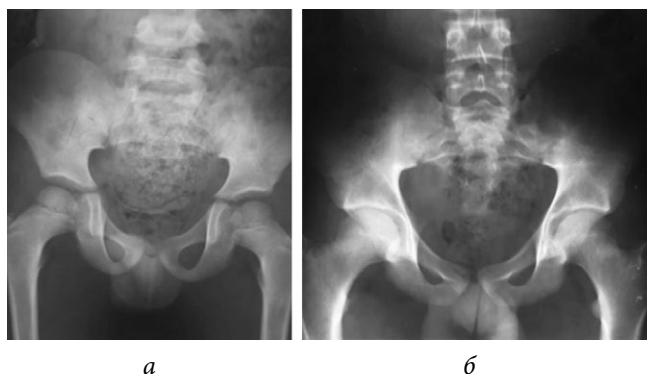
Рентгенограмма костей таза через 12 мес. наблюдения (а); последняя контрольная рентгенограмма. Таз через 12 лет наблюдения, достигнута костная зрелость (б)
